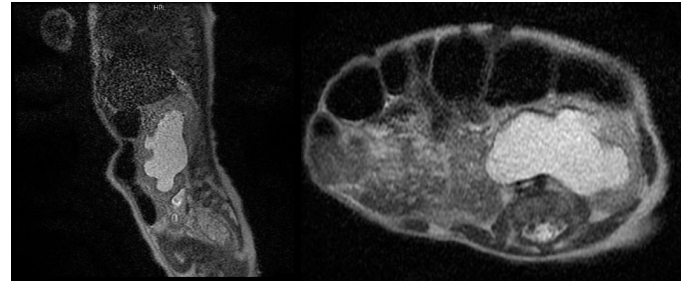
Ressonância magnética do abdome, corte sagital e axial, com hipoplasia da musculatura da parede abdominal, com protrusão de alças intestinais, o rim direito não foi visualizado e o rim esquerdo apresentava importante ectasia pielocalicinal com afilamento do parênquima e bexiga com baixa repleção.
